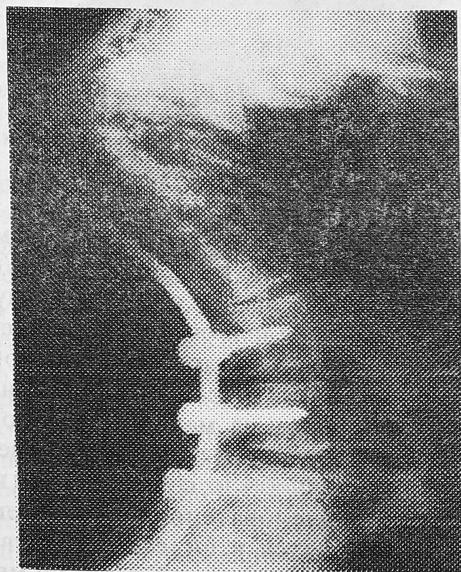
Больной Ш, 50 лет. Рентгенограмма, боковая проекция. После наложения стабилизирующего эндокорректора.
